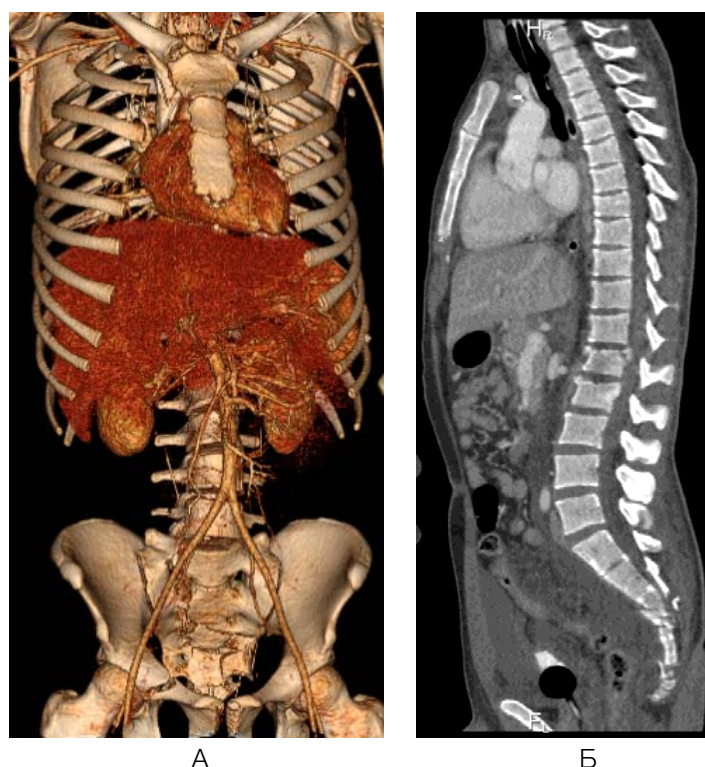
МСКТ «всего тела» по протоколу разделенного болюса пациента 42 лет, получившего травму после падения с высоты 4 этажа. А. Трехмерная реконструкция. Травматические переломы грудины и костей таза. Б. Реконструкция в костном режиме (сагиттальная плоскость). Травматические компрессионные переломы тел L1, L2, S3, S4 позвонков и копчика с деформацией позвоночного канала на уровне L1 до 5–6 мм
